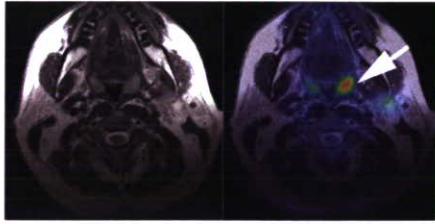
MRIのT2強調画像(左)とMR+PETの融合画像(右)。MR単独では異常をみとめないが、融合させることで左扁桃部の腫瘍が疑われる。手術にて確認された。
